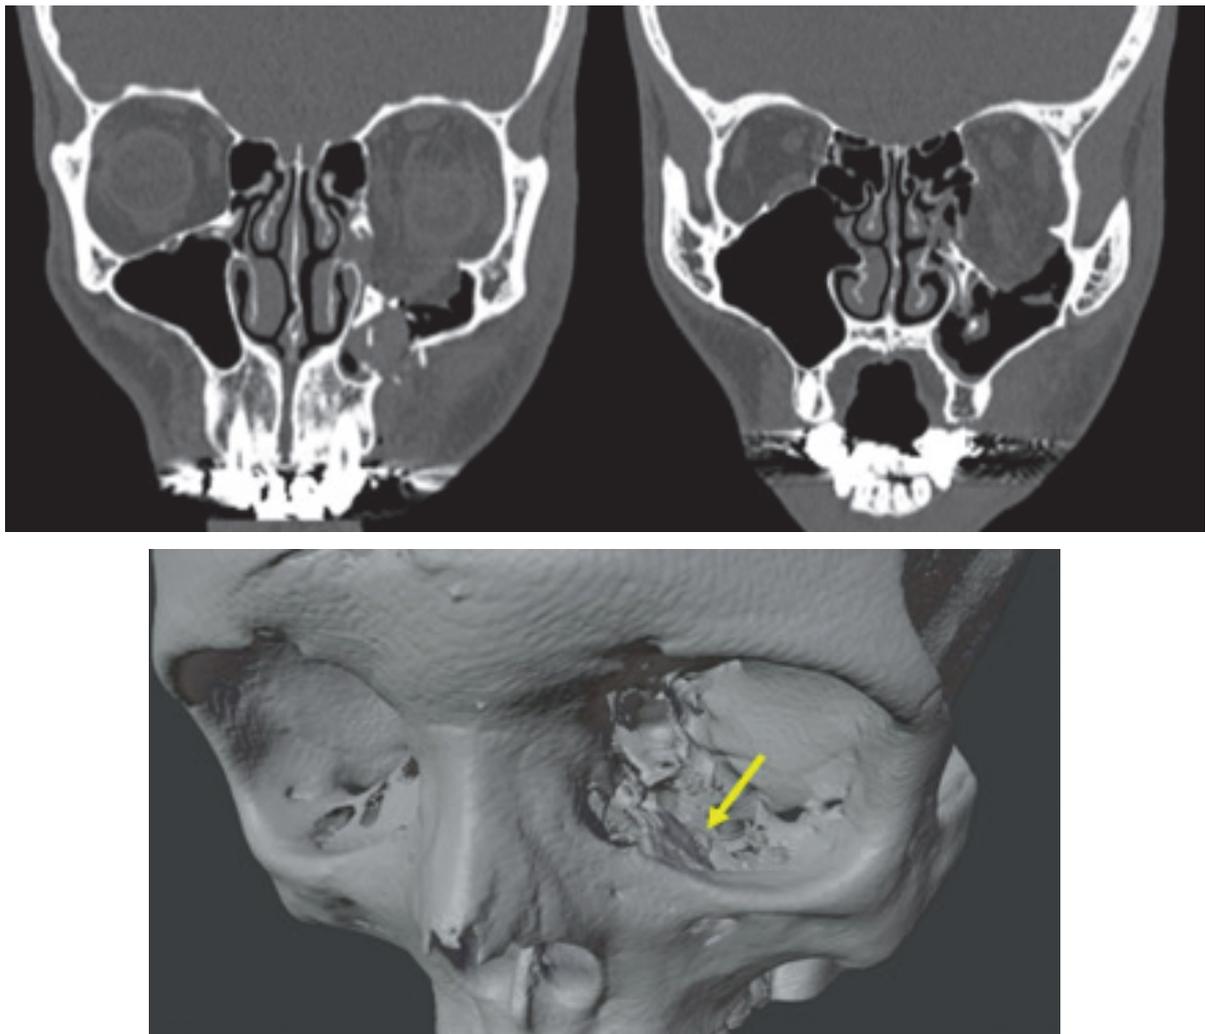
МСКТ картина и 3D модель пациента Т.К. с признаками перелома
